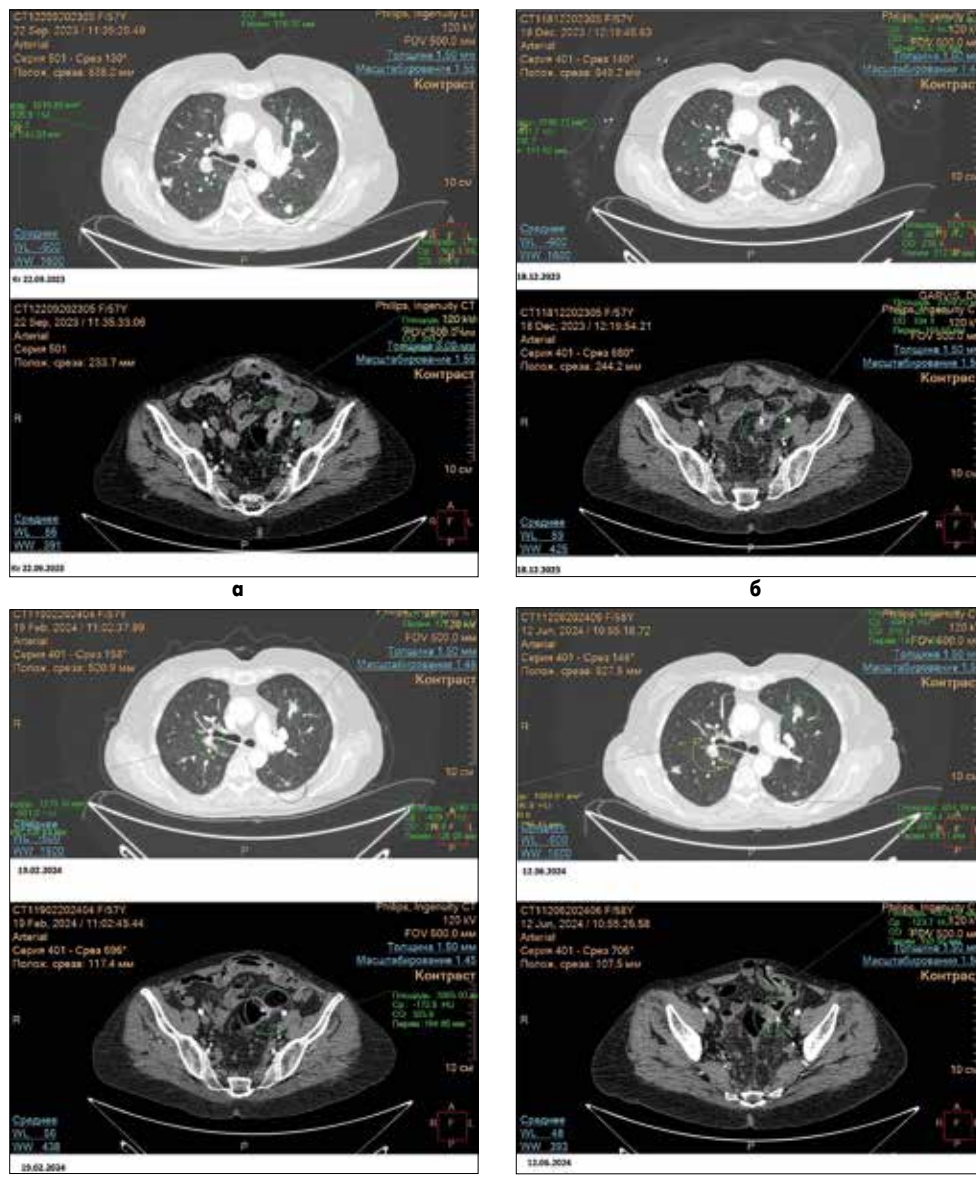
Динаміка захворювання. КТ від (а) 22.09.2023, (б) 18.12.2023, (в) 19.02.2024, (г) 12.06.2024: мінімальна негативна динаміка в межах стабілізації процесу
